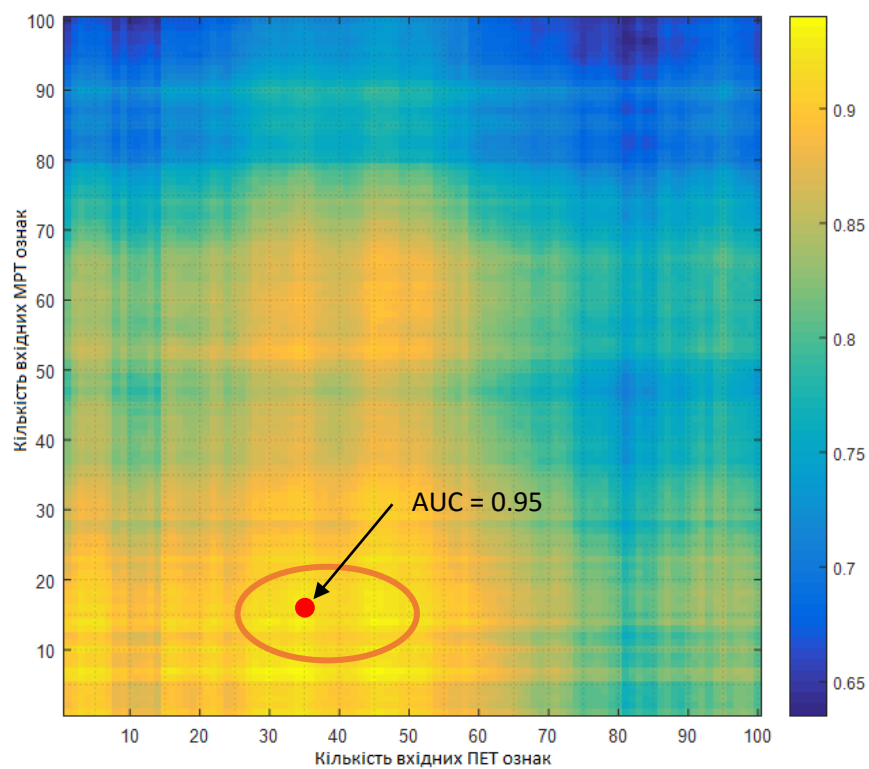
Залежності стандартних діагностичних мір від кількості вхідних ознак для мультимодальних ознак отриманих на основі МРТ та ПЕТ у системі без «голосування»
